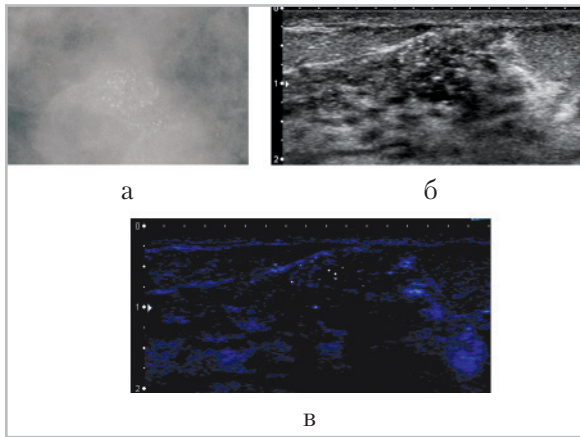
Отображение точечных включений в ткань молочной железы: *а* — изображение микрокальцинатов при рентгеновской маммографии; *б* — изображение соответствующего участка в В-режиме УЗИ; *в* — отображение микрокальцинатов в режиме MicroPure
